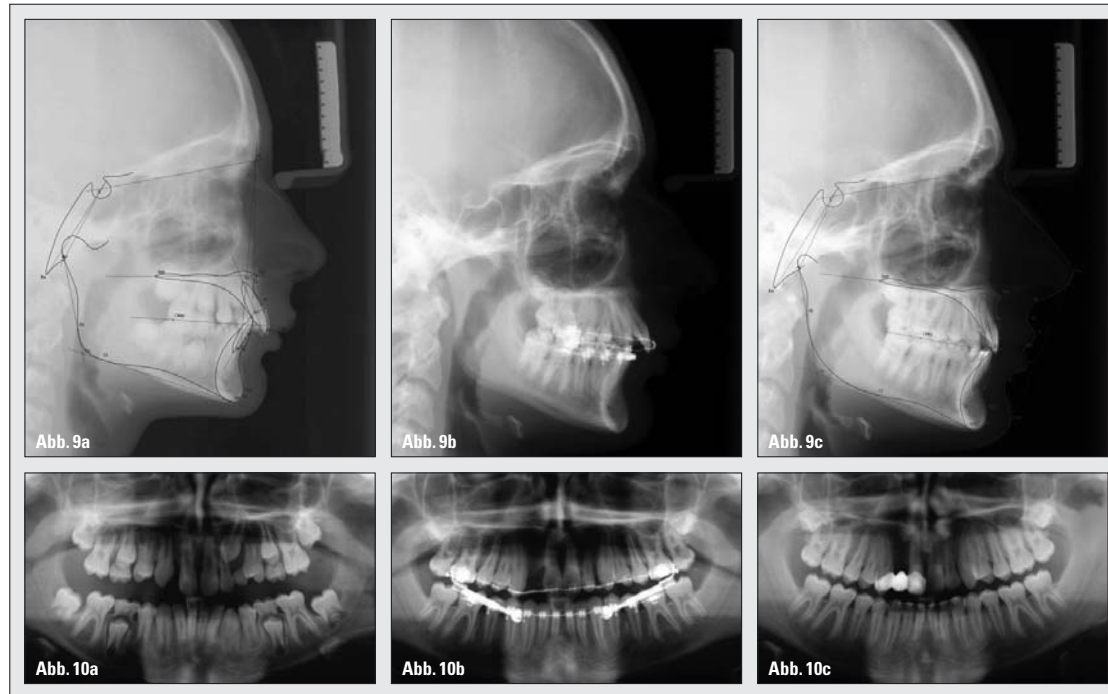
Die seitlichen Fernröntgenbilder des Behandlungsverlaufs. – Abb. 10a-c: Die OPGs des Behandlungsverlaufs.
